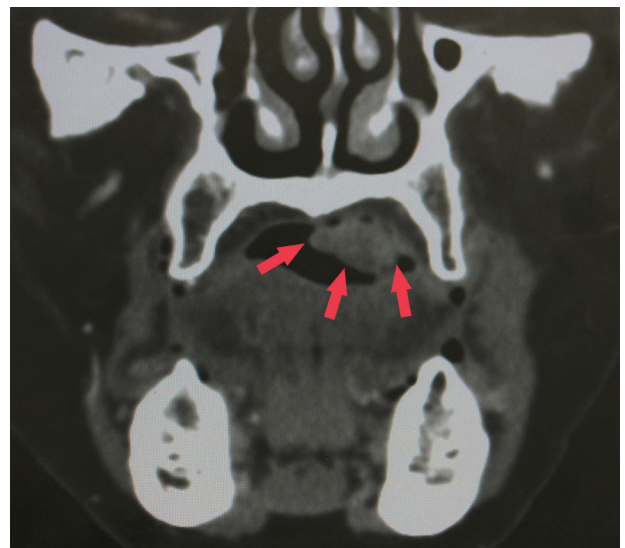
造影CT (冠状断): 左側硬口蓋部に27 \times 18 \times 5mm, 垂有茎性で造影効果がある腫瘍性病変を認める. 硬口蓋への浸潤は認めない.
